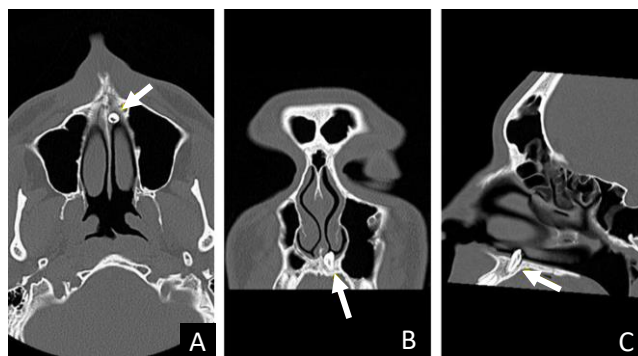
CT of PNS with the highlighted intranasal ectopic canine (arrow) on the axial (A), coronal (B), and sagittal (C) planes.
